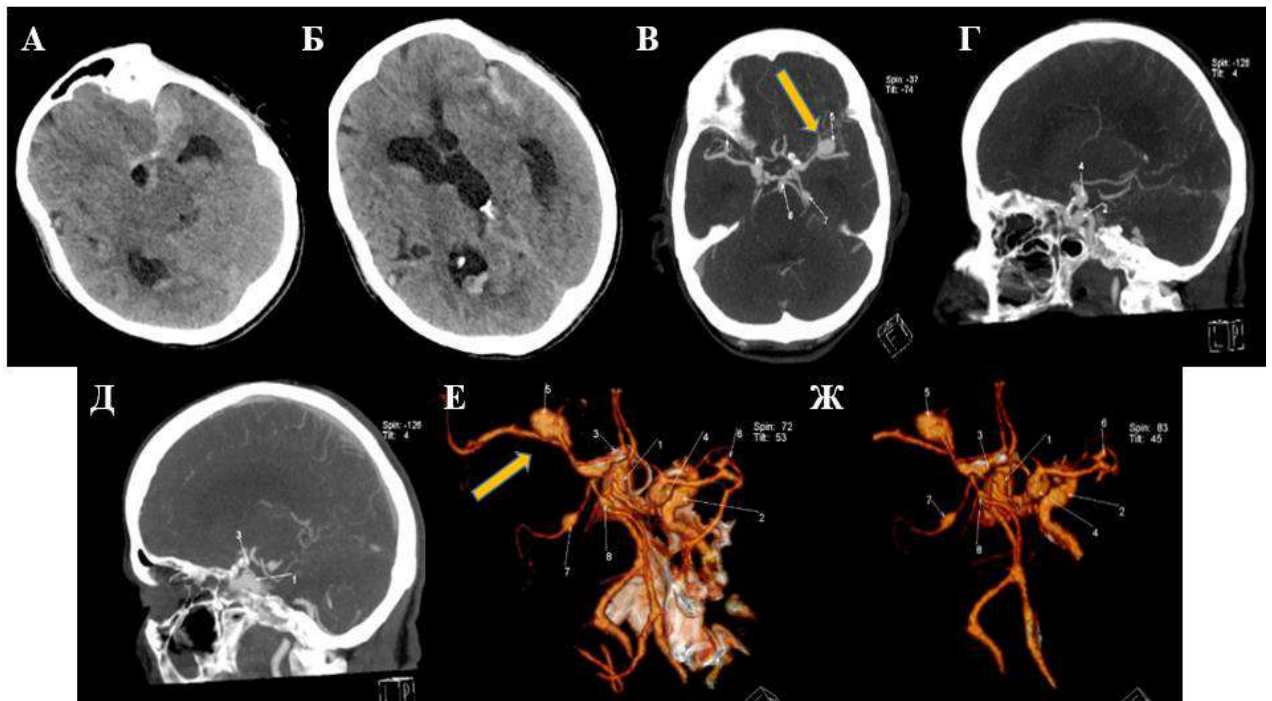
Женщина, 72 года, диагноз – «нСАК». Максимальное скопление крови по данным нативной КТ (А, Б) определяется в левой Сильвиевой щели. По данным КТА БЦА (В-Д) определяются множественные аневризмы ($n = 8$). Самая большая аневризма (размером $12 \times 10 \times 9$ мм) – в левой СМА (показана желтой стрелкой) – являлась источником нСАК, что было подтверждено интраоперационно (Е, Ж)
